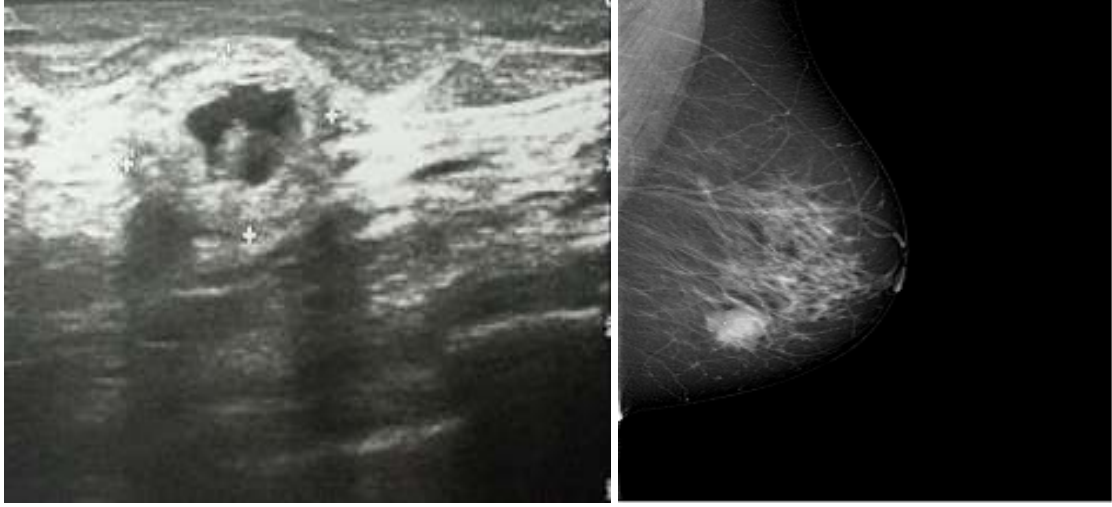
Sonografisinde kalın duvar ve septa içeren kompleks kisti bulunan 26 yaşındaki olguda patolojik sonuç galaktosel geldi.
